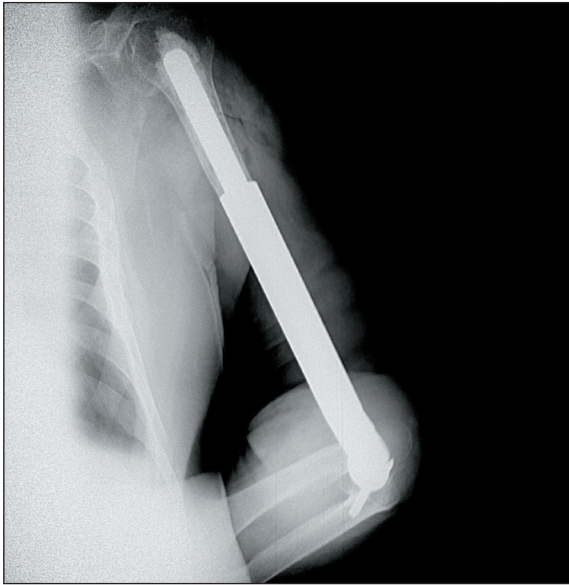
Рентгенограммы локтевого сустава после резекции дистального отдела плечевой кости с эндопротезированием локтевого сустава. Примечание: снимок выполнен авторами
